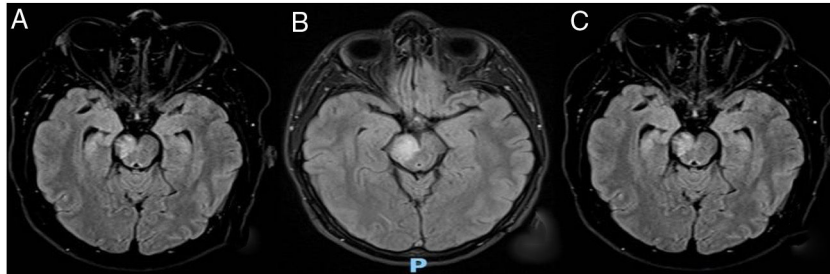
cortes axiales en resonancia magnética craneal, secuencia FLAIR.
